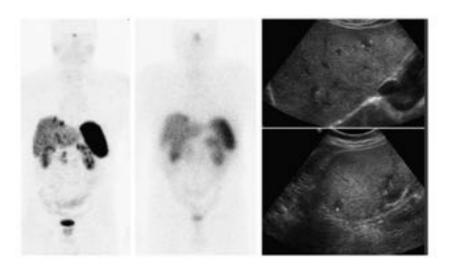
PET-TC 68GA-DOTATOC
